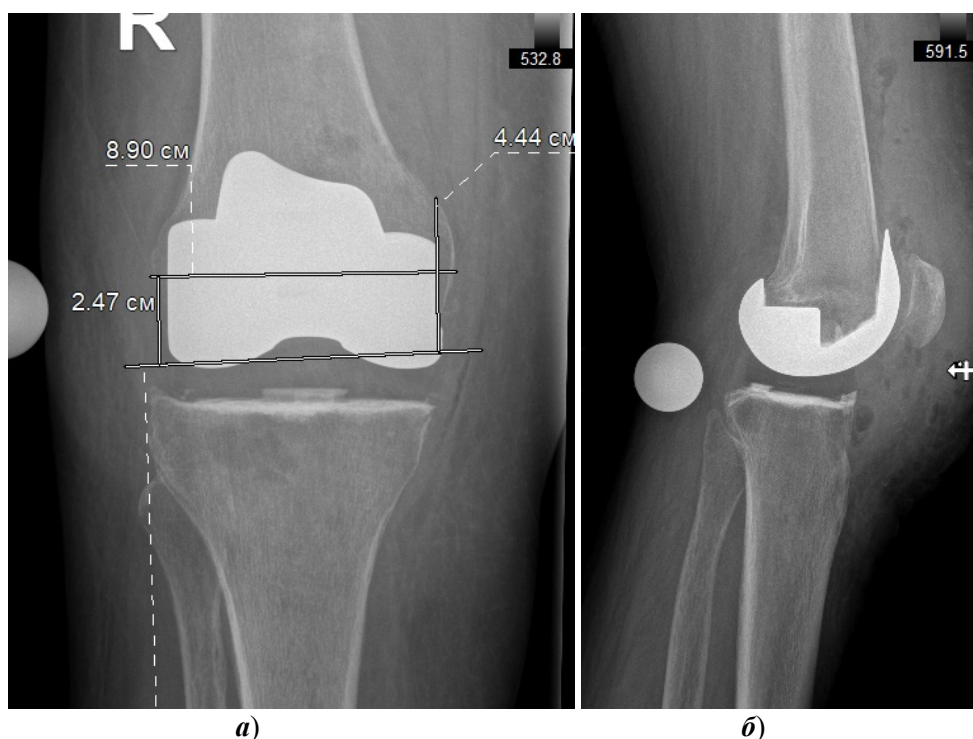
Рентгенологические измерения дистализации суставной линии (до оперативного лечения)
